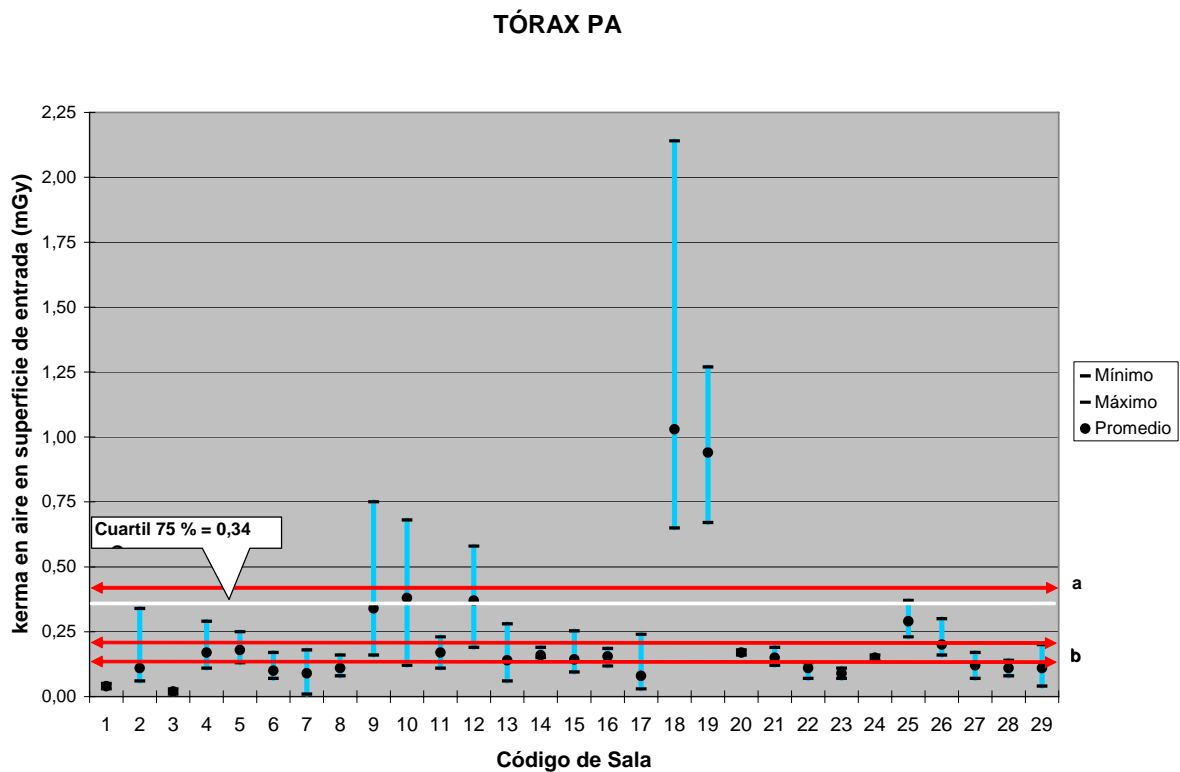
KERMA EN AIRE EN SUPERFICIE DE ENTRADA (mGy) PARA RADIOGRAFÍAS DE TÓRAX PA POR SALAS RADIOLÓGICAS
